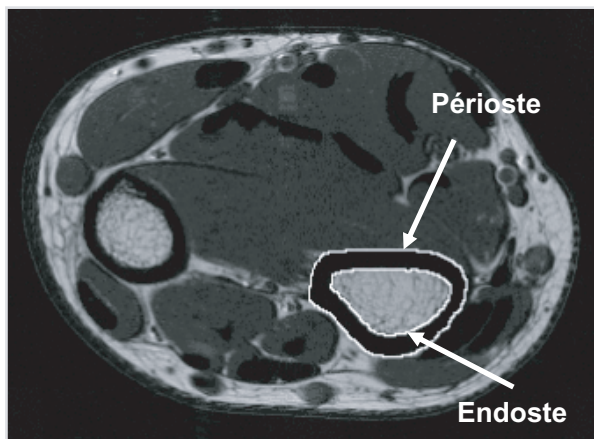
Surfaces osseuses périostée et endostée (Image IRM d'un avant-bras de joueur de tennis âgé de 24 ans) (d'après Ducher et coll., 2005)
